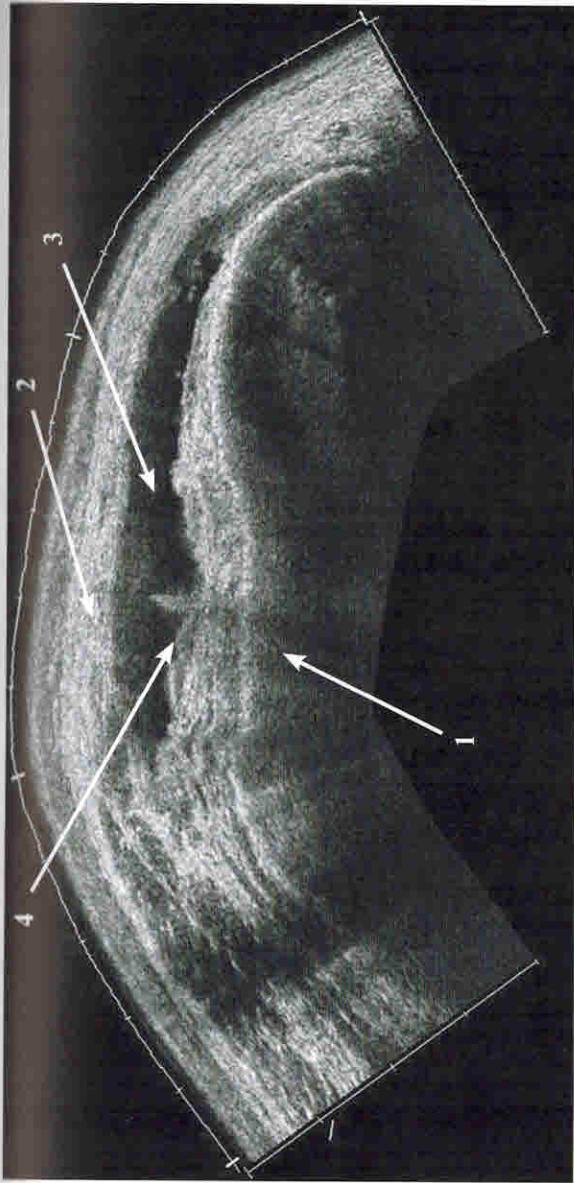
УЗИ коленного сустава, панорамное сканирование, латеральная поверхность сустава.
